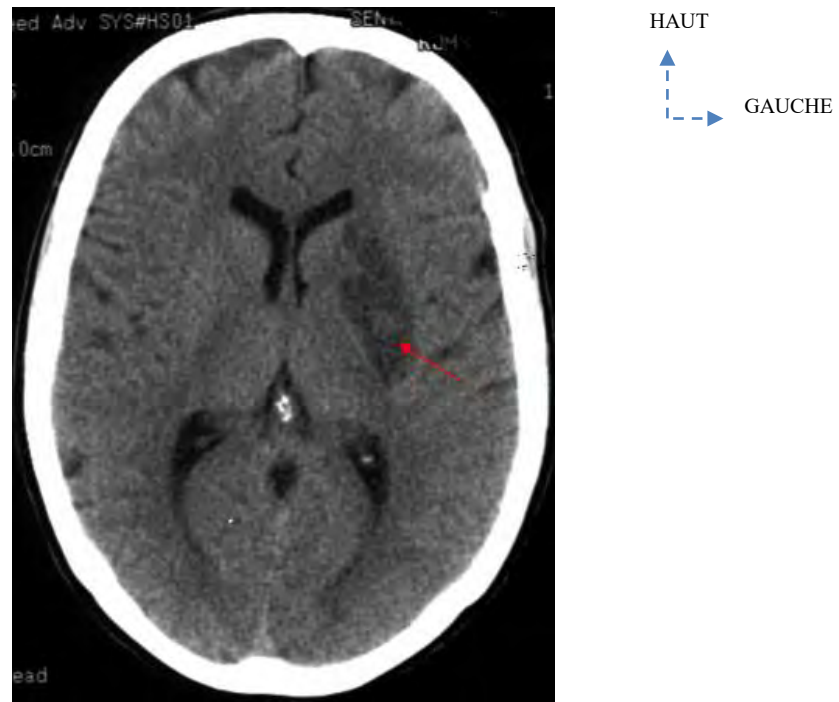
TDM cérébrale sans injection de PDC en coupe axiale mettant en évidence une hypodensité du noyau lenticulaire gauche évoquant un AVC ischémique sylvien profond gauche chez un sujet de 79 ans reçu pour déficit hémicorporel droit de survenue brutale.
